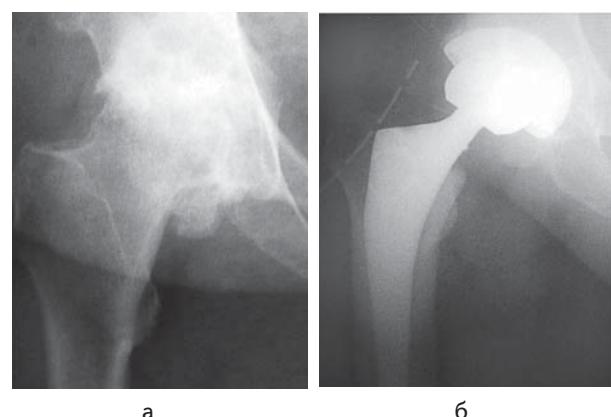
Рентгенограми хворого Б., 52 роки, історія хвороби № 765: а — ідіопатичний деформуючий артроз правого кульшового суглоба III стадії; б — тотальне безцементне ендопротезування кульшового суглоба
